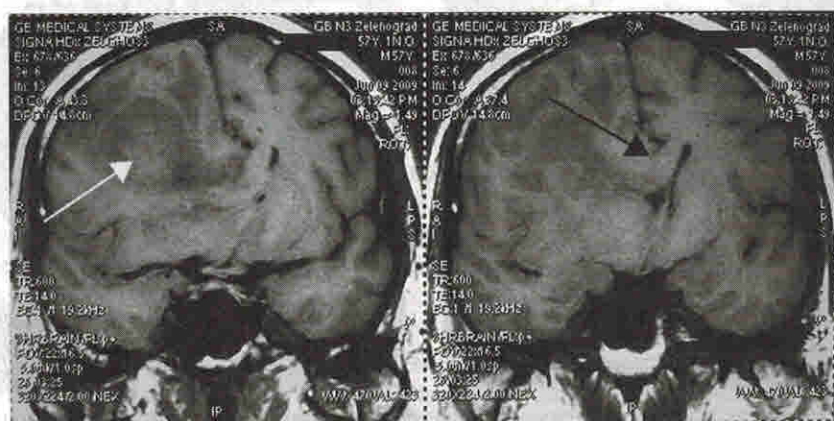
МРТ. Внутричерепная опухоль заднелобной локализации справа (белая стрелка), вклинение под фалькс мозговых структур (черная стрелка)
